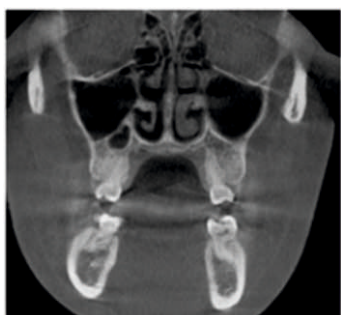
Reconstitution coronale du CBCT montrant la présence d'un septum sagittal complet dans le sinus maxillaire droit compartimentant le sinus en une portion médiale et latérale
